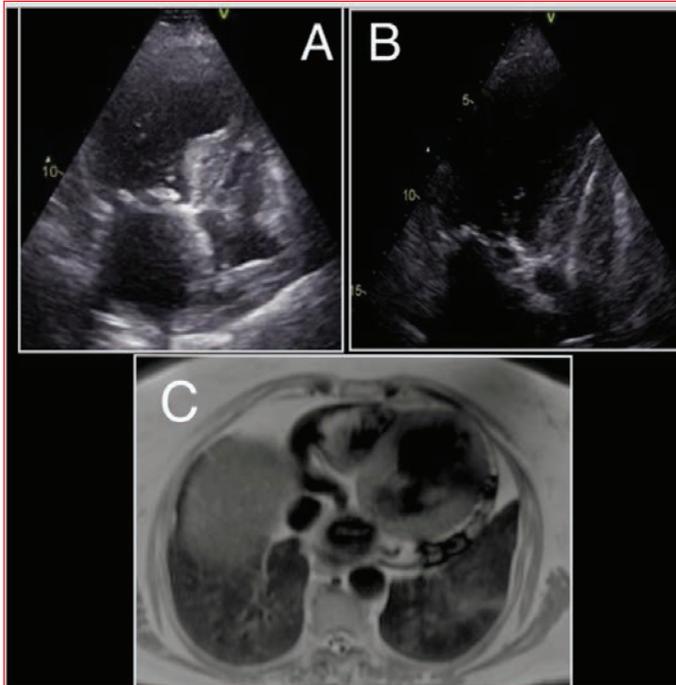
EKO, Cardiac MR: A-B: Transthoracic echocardiography apical akinesis, aneurysm and lead image in the right chambers on apical 4-chamber examination C: Apical akinesis and aneurysm image on cardiac MRI.
